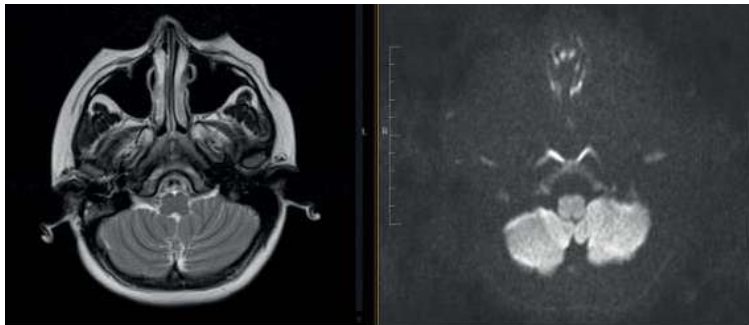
Resonancia magnética de cráneo en cortes axiales, A: T1 cavidad mastoidea funcional, libre y sin secreciones. B: Secuencia difusión sin actividad colesteatomatosa en oído derecho.
